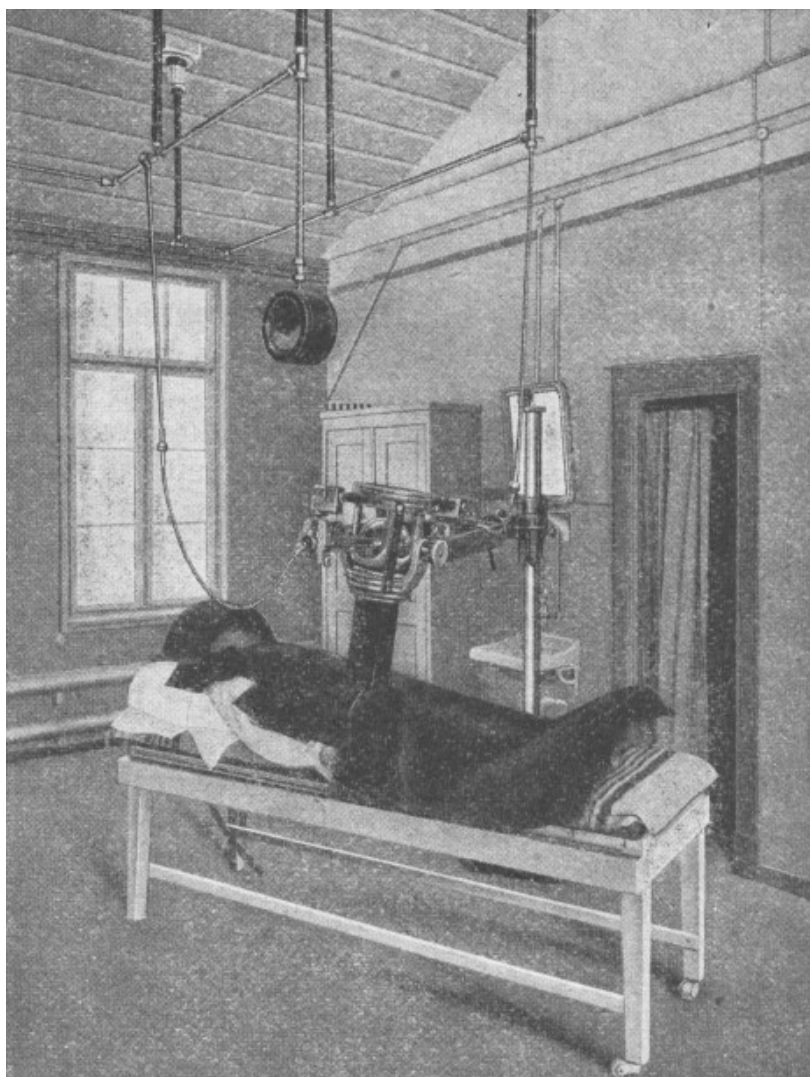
Behandlungsraum des *Werner-Siemens-Instituts für Röntgenforschung* (Berlin), 1924
